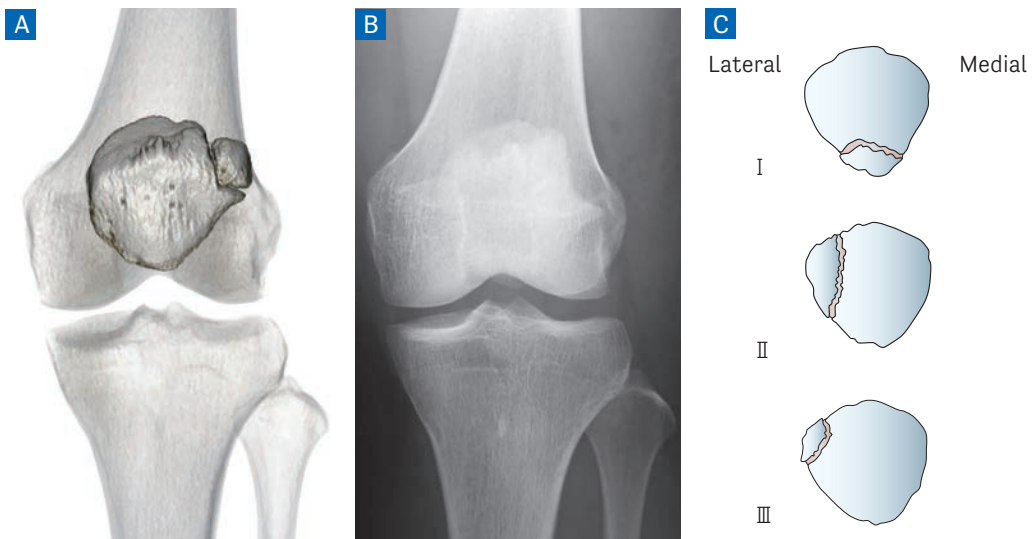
術前3DCT像，術後単純X線像(症例3)
